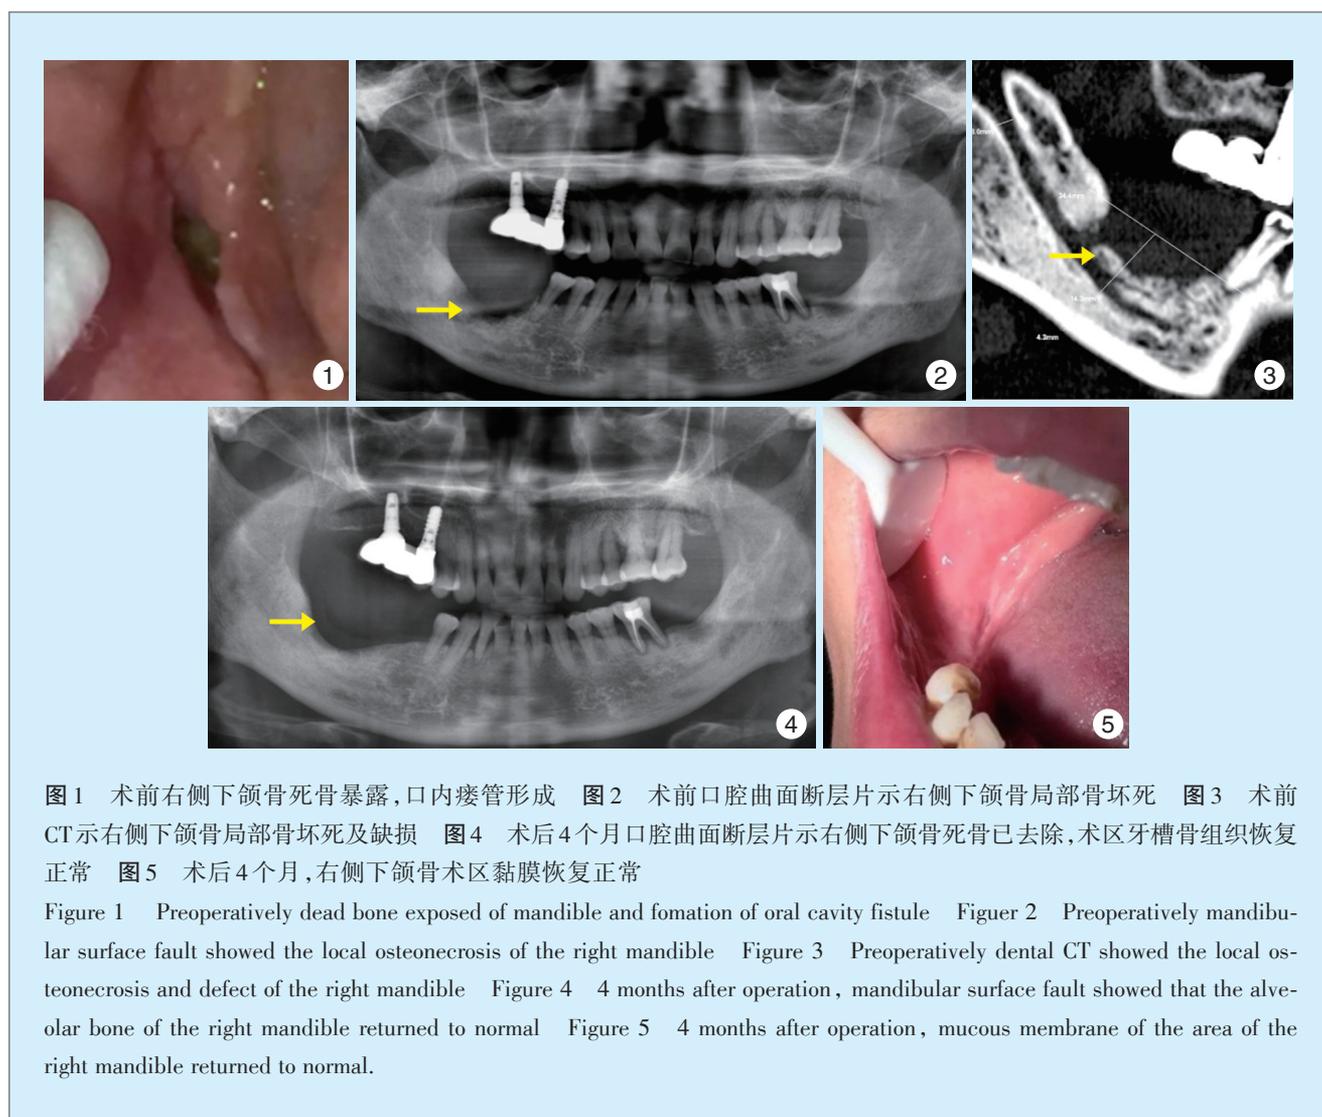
术前右侧下颌骨死骨暴露,口内瘘管形成 图2 术前口腔曲面断层片示右侧下颌骨局部骨坏死 图3 术前CT示右侧下颌骨局部骨坏死及缺损 图4 术后4个月口腔曲面断层片示右侧下颌骨死骨已去除,术区牙槽骨组织恢复正常 图5 术后4个月,右侧下颌骨术区黏膜恢复正常
